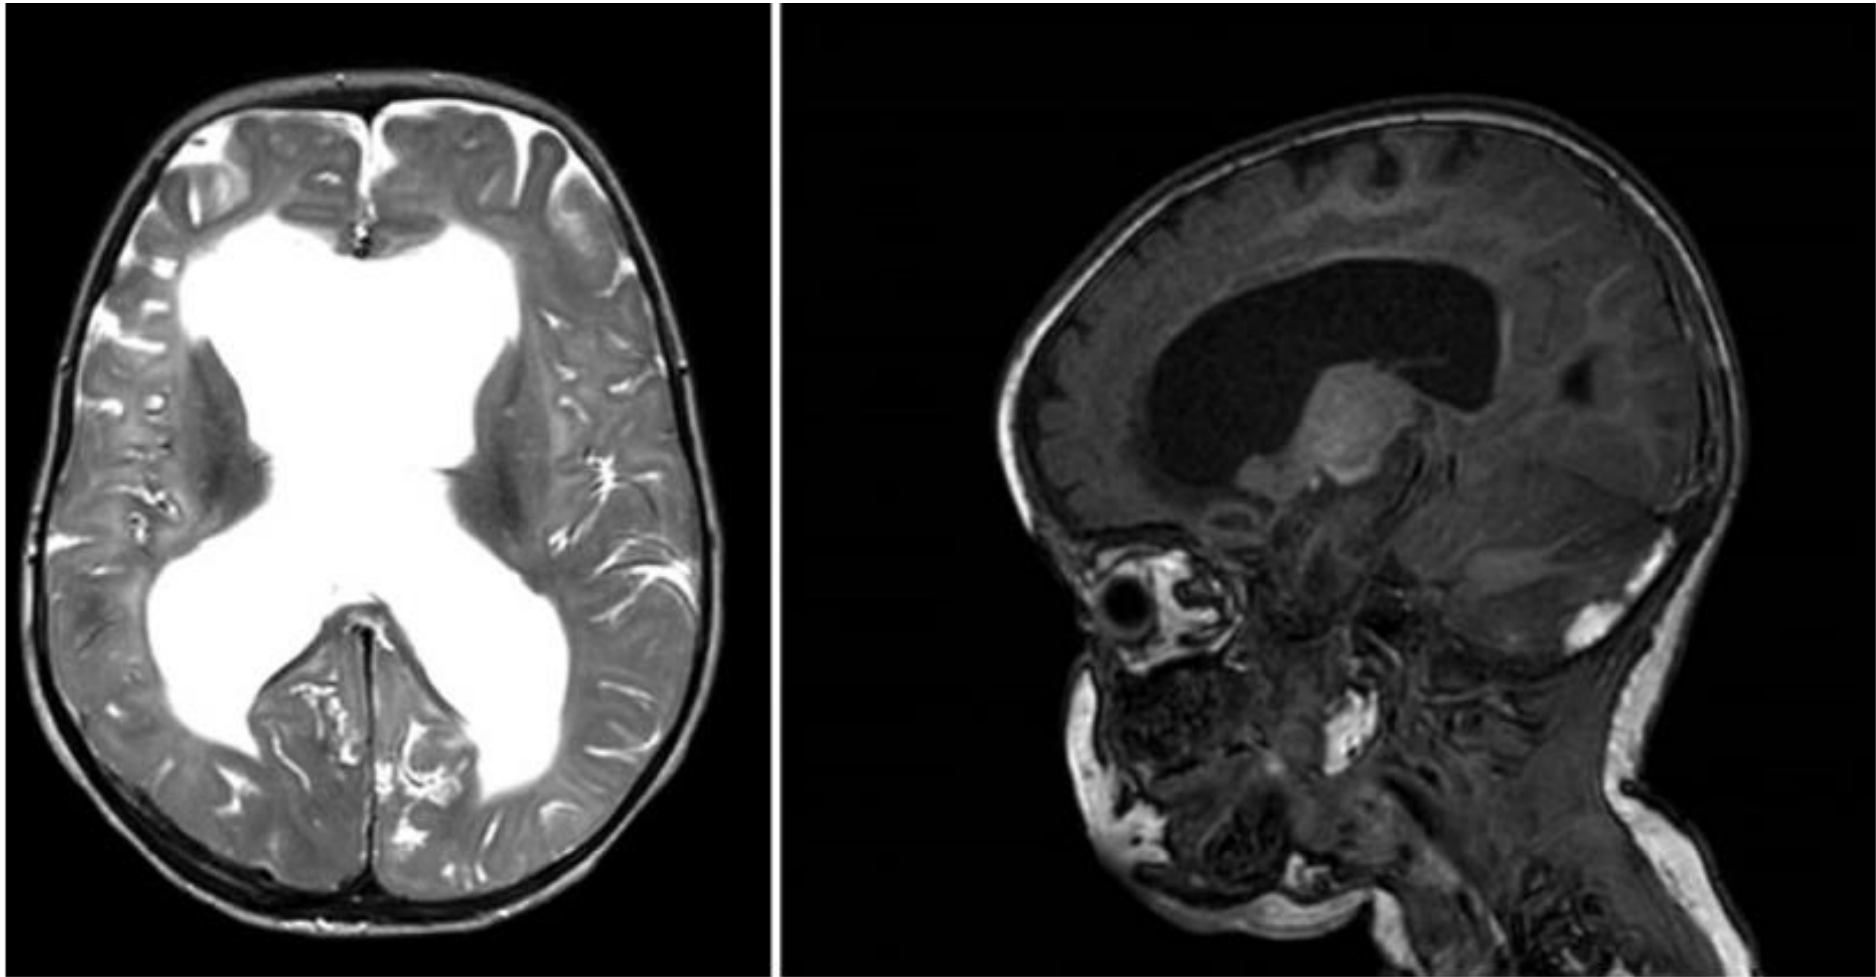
Axial (left) and sagittal (right) magnetic resonance imaging views of a 3-month-old with severe factor VII deficiency and hydrocephalus secondary to intracranial hemorrhage.
